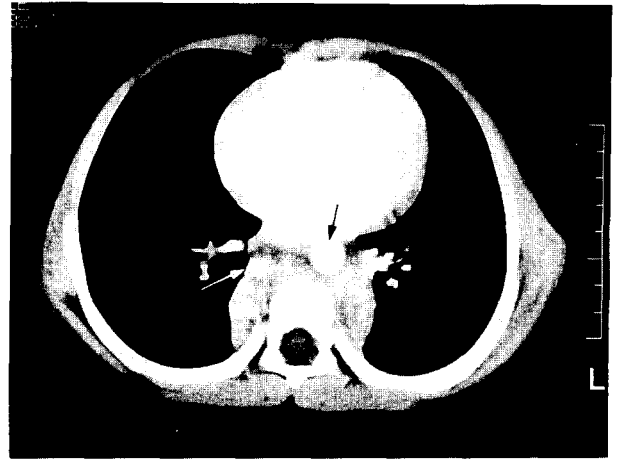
흉부 전산화단층촬영. 흉추주위로 석회화를 포함하면서 기정맥과 대동맥을 둘러싼 종괴가 관찰됨
